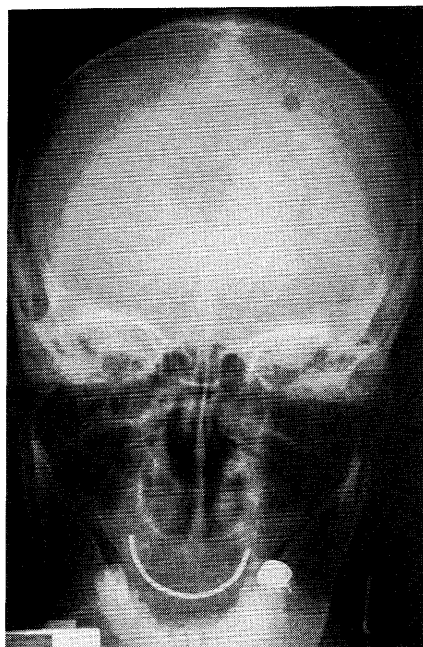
A skull radiograph shows large and small round osteolytic lesions. However, its periphery is clear and no sclerotic changes are visible.
